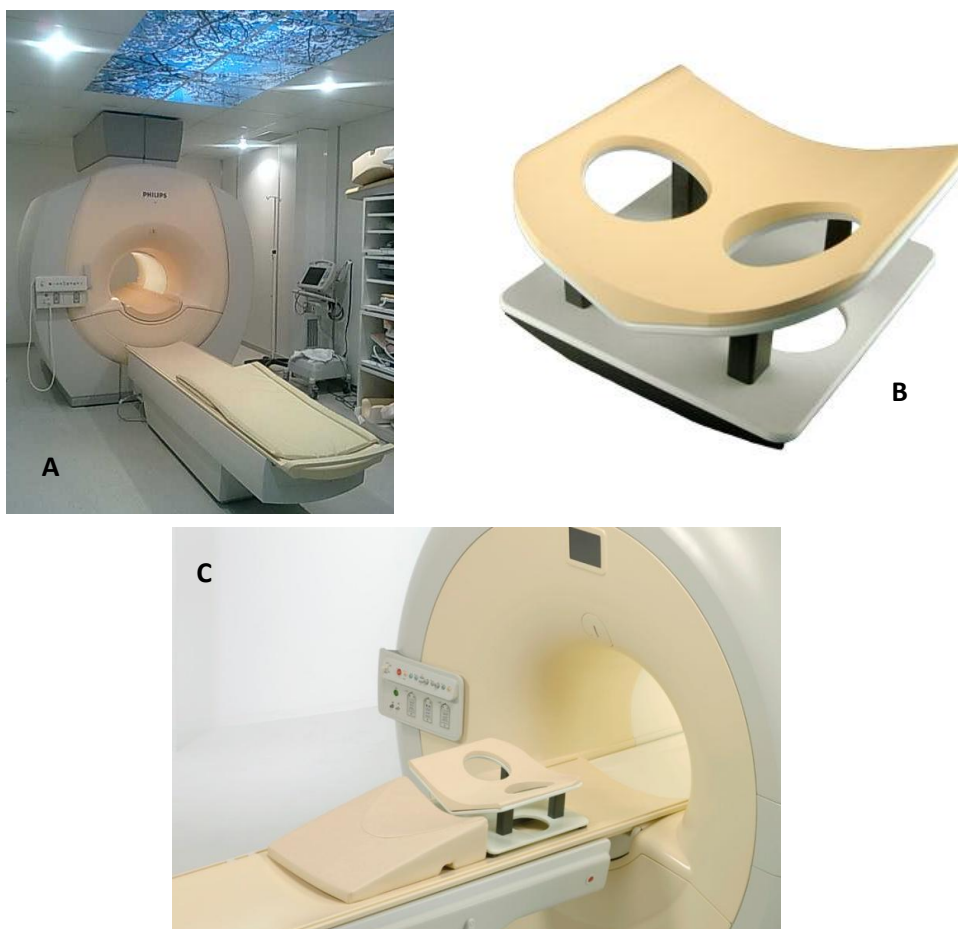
(A, B e C) – Equipamentos utilizados. A - Equipamento de RM utilizado no estudo. B - Antena específica para a mama igual à que foi utilizada no estudo, onde se podem
